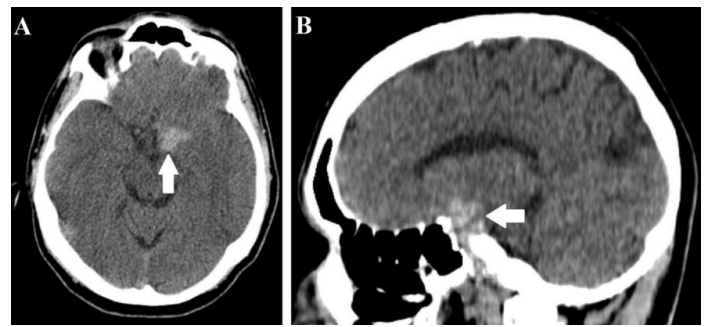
Tomografia computadorizada sem contraste no corte axial em A e no corte sagital em B demonstrando hemorragia subaracnóide na cisterna supraselar e ao nível da fossa média à esquerda (seta branca).
